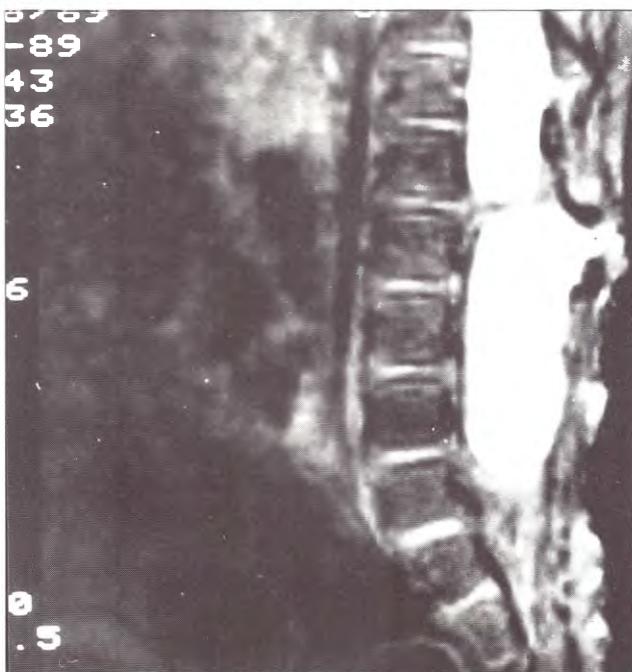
Caso 5. Paciente con MMC. A. TC. B. Corte axial de IRM en T1. C. Corte sagital de IRM en T1. (Se observa interrupción de la señal de la médula a nivel de la DM). D. Corte sagital de IRM en T2. (Se observa el espolón óseo atravesando el canal espinal y provocando la imagen observada en C).
